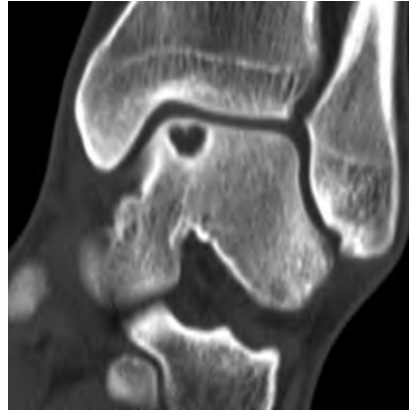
▲ Darstellung der subchondralen zystischen Läsionen (aus [Abb. 1](#)) des Talus mittels Computertomographie
